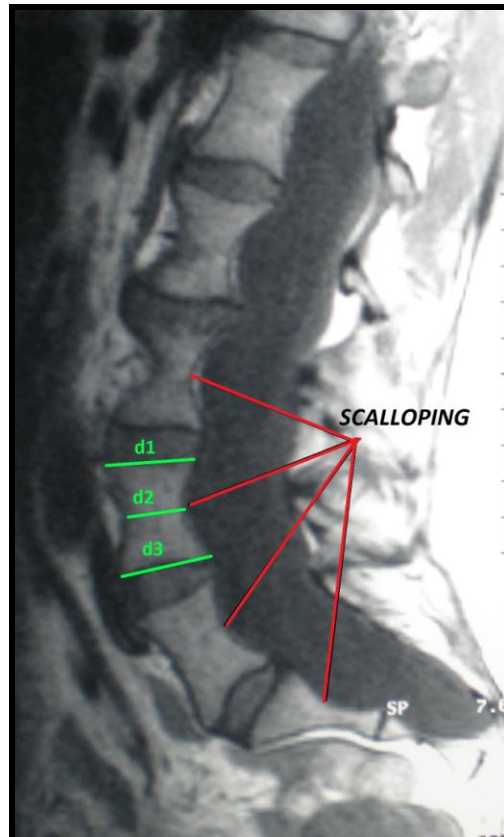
RMN de columna lumbar en paciente con SM donde se muestra la presencia de una ED, scalloping y los diámetros lineales de las vértebras *d1*, *d2* y *d3*
